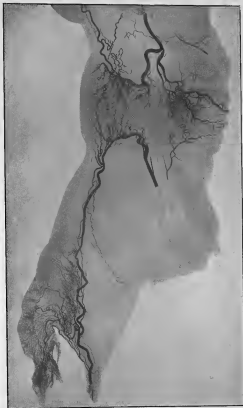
Utérus de femme jeune et vierge, vu d'avant. Branches cervico-vaginales longues (radiographie).
